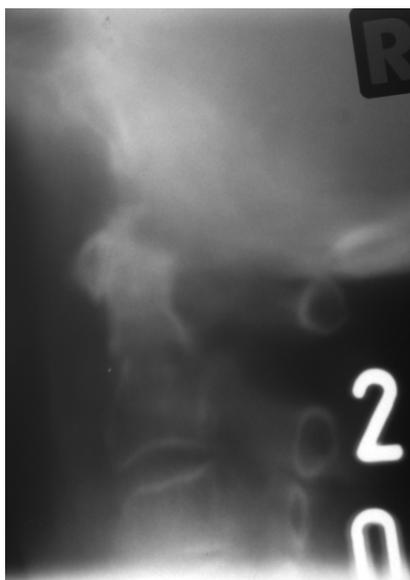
Konventionelle Tomographie des Dens axis
